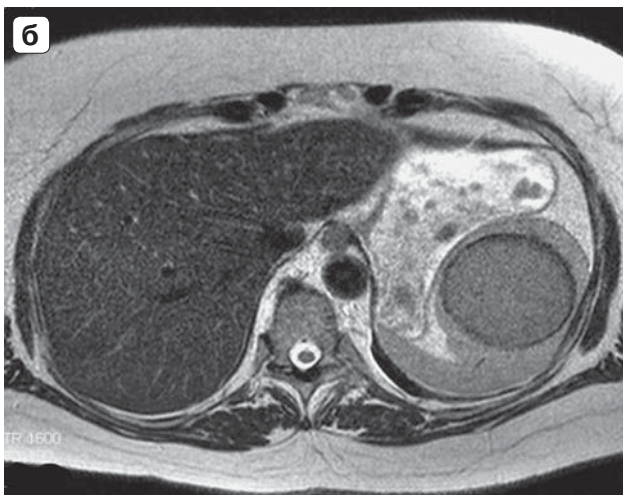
Магнитно-резонансная томограмма. Эхинококковая киста селезенки: а – T2 ВИ, коронарная плоскость; б – T2 ВИ, аксиальная плоскость.
